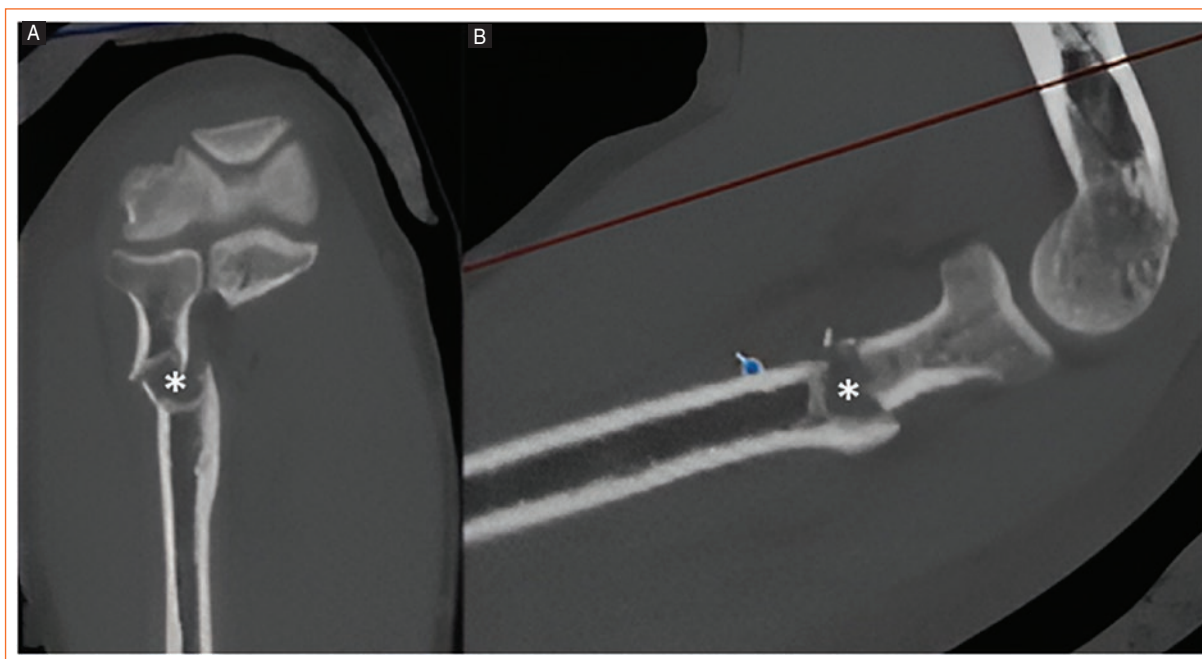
Preoperative CT images of the patient's forearm. A: shows a coronal view. B: a sagittal view. Both images reveal a pathological fracture of the proximal radius over a lytic area marked with an asterisk.
